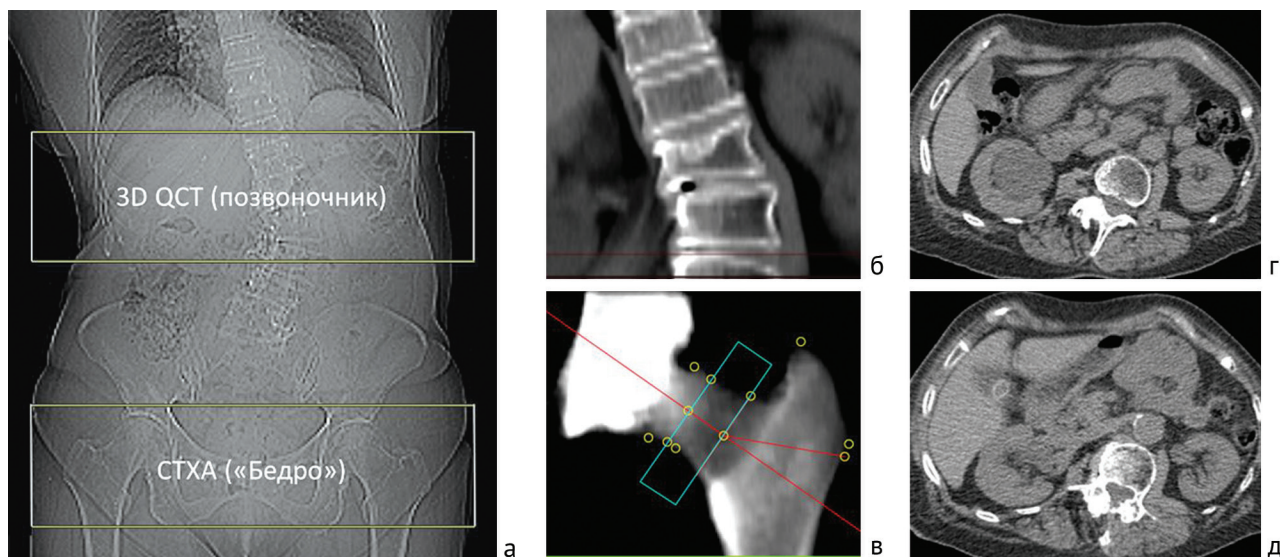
КТ-изображения для проведения ККТ пациентки К., 80 лет, с сопутствующими патологиями: а – разметка области сканирования; б – сканирование позвоночника, корональная реконструкция, выраженный сколиоз, компрессионный перелом L1; в – 3D-реконструкция проксимального отдела бедра с разметкой для измерения МПК шейки бедра и «всё бедро»; сопутствующая патология: г – кистозное образование в синусе правой почки; д – конкременты в желчном пузыре
